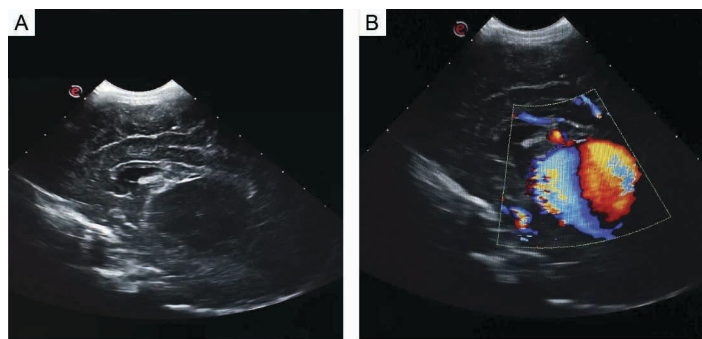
Neurosonografía a las 48 horas de vida. (A) Corte sagital con imagen hipocogénica en la línea media, que desplaza estructuras. (B) En el mismo corte se observa imagen quística supratentorial con flujo turbulento al Doppler color
